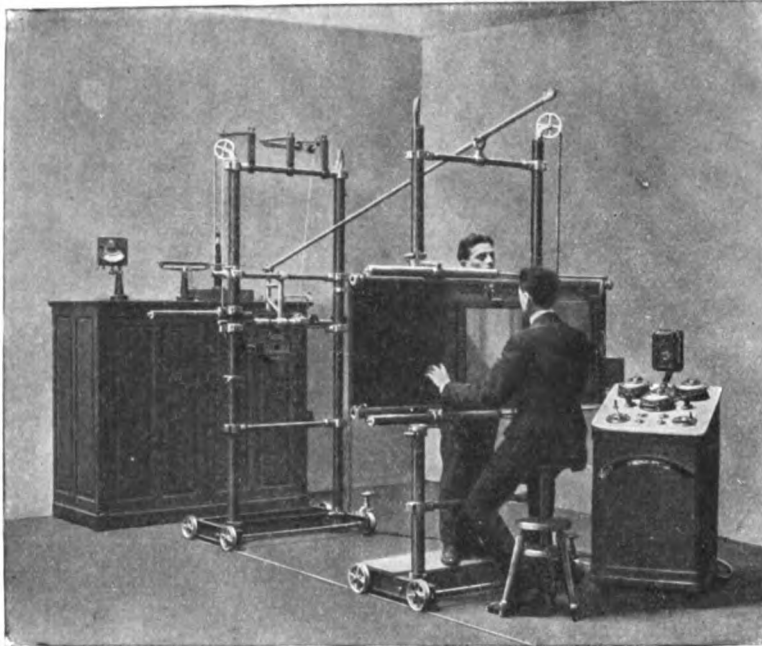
Appareillage de téléstéréoradiographie du Dr Dioclès.
